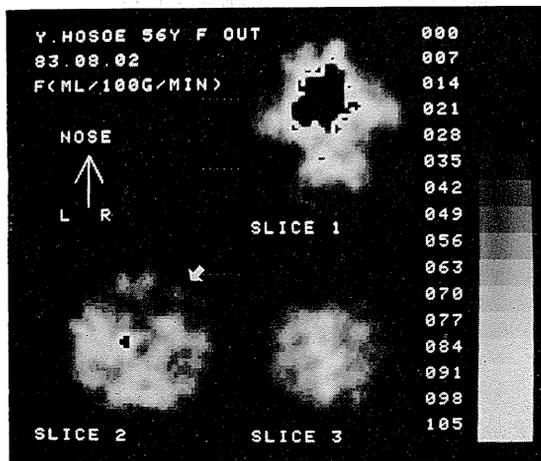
Single-photon emission CT (昭和58年8月2日) 各スライス は OM line よりそれぞれ 1 cm, 5 cm, 9 cm 上に相当する。右前頭部の脳血流低下の部分 を 矢印で示す。
